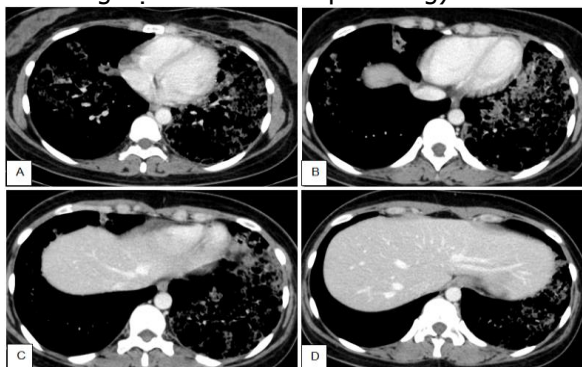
CT ngực, các ảnh dựng của số phổi
